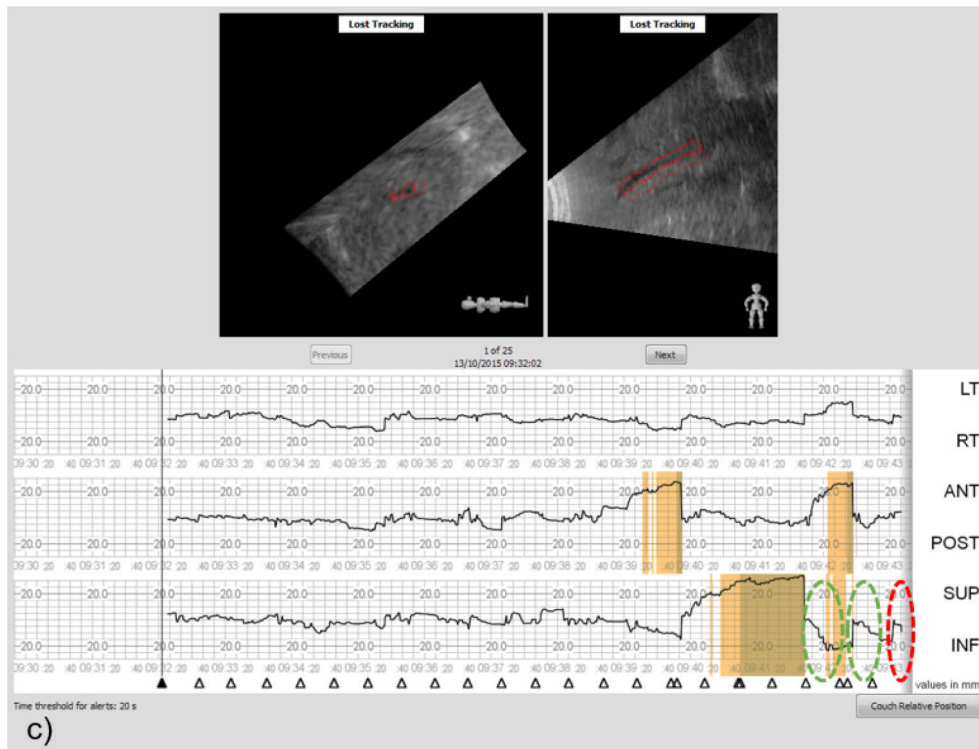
Screenshots des ultraschallbasierten Monitorings verschiedener Zielstrukturen über mehrere Atemanhalte mit graphischer Angabe der gegen die Uhrzeit (hh:mm:ss) aufgetragenen Abweichungen in mm nach links/ rechts (LT/ RT), anterior/ posterior (ANT/ POST) und superior/ inferior (SUP/ INF). Die durchgezogene rote Linie umfasst die aktuelle Ist-Position der Zielstruktur, die gestrichelte rote Linie umfasst die Idealposition aus dem Referenz-Ultraschall-Datensatz. Während der Atemanhalte bewegt sich die getrackte Zielstruktur im mm-Bereich. Zwischen den einzelnen DIBHs während des CBCTs (grün umrandet) wurde freigeatmet. Die rote Umrandung im jeweils unteren rechten Bildrand markiert den aktuell im Ultraschallbild sichtbaren DIBH. Gelbe Bereiche geben Abweichungen über 20 mm an. a) Ultraschall-Monitoring eines rundlichen Tumors, die Abweichungen sind hier im 10 mm-Bereich angegeben. Dem aktuellen DIBH sind bereits mehrere DIBHs vorausgegangen. b) Ultraschall-Monitoring eines runden Tumors, allerdings ging im Gegensatz zu a) dem aktuellen DIBH freie Atmung voraus. c) Ultraschall-Monitoring eines Blutgefäßes, im Gegensatz zu a) sind die vorausgehenden DIBHs nicht so deutlich abgrenzbar. Die Abweichungen bewegen sich hier, genau wie in b), im 20 mm-Bereich.
